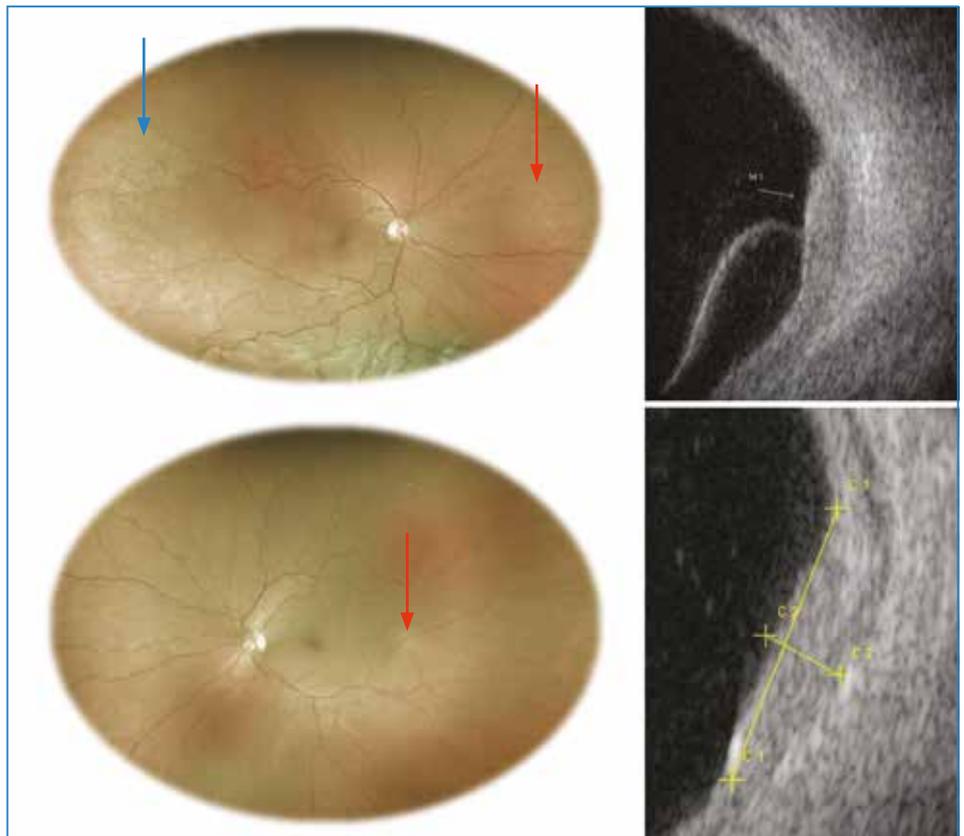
Métastases choroïdiennes chez une patiente révélant un adénocarcinome mammaire. Lésions achromes bilatérales peu surélevées. À noter : une large lésion temporale de l'œil droit (flèche bleue) associée à un décollement de rétine exsudatif inférieur. Les autres lésions sont plus difficiles à identifier (flèche rouge). L'échographie en mode B montre des lésions bilatérales sans excavation choroïdienne. À droite, on note un épaissement plus diffus de la choroïde et le décollement de rétine associé.
